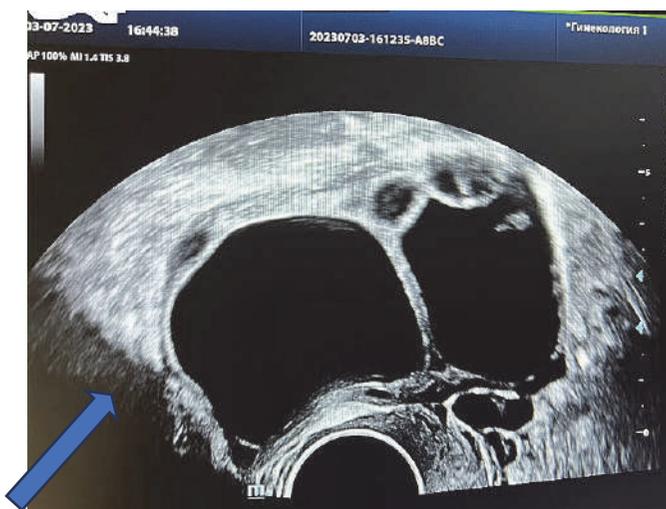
УЗИ органов малого таза трансвагинальным датчиком. Пациентка, 47 лет. Жалобы на боли в нижних отделах живота. Двухкамерная опухоль левого яичника 15,8–19 см (фото из личного архива канд. мед. наук И.А. Греховой)
